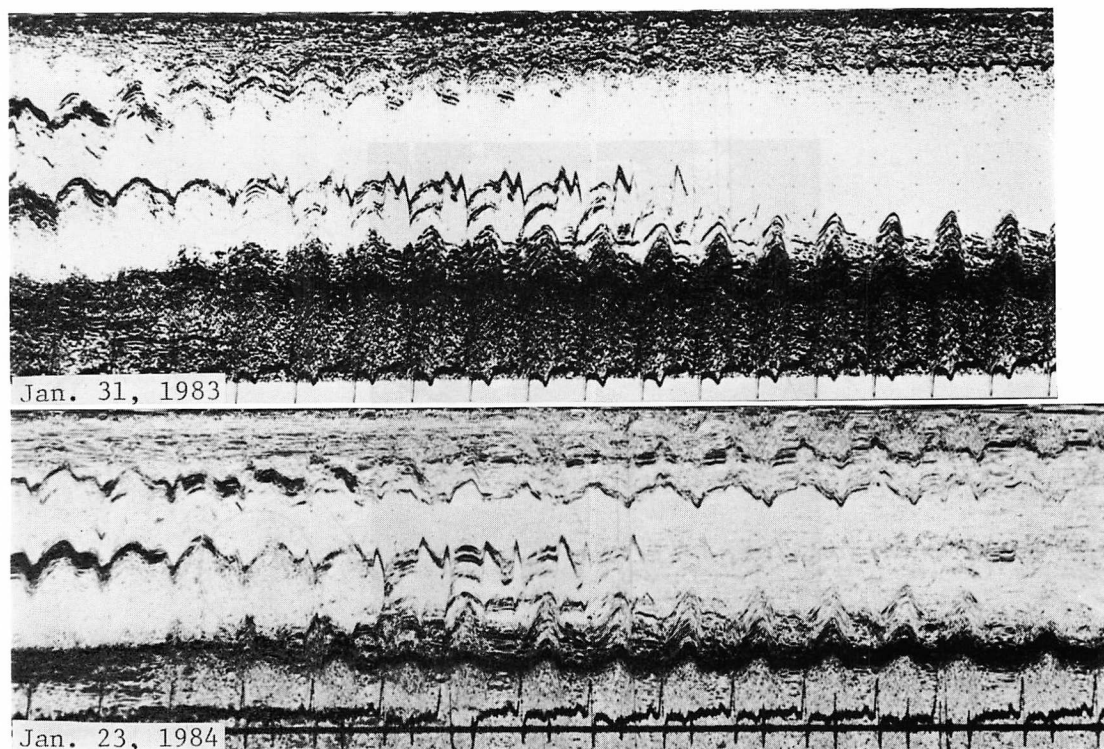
M-mode echocardiograms on admission and after one year treatment in Case 4.
